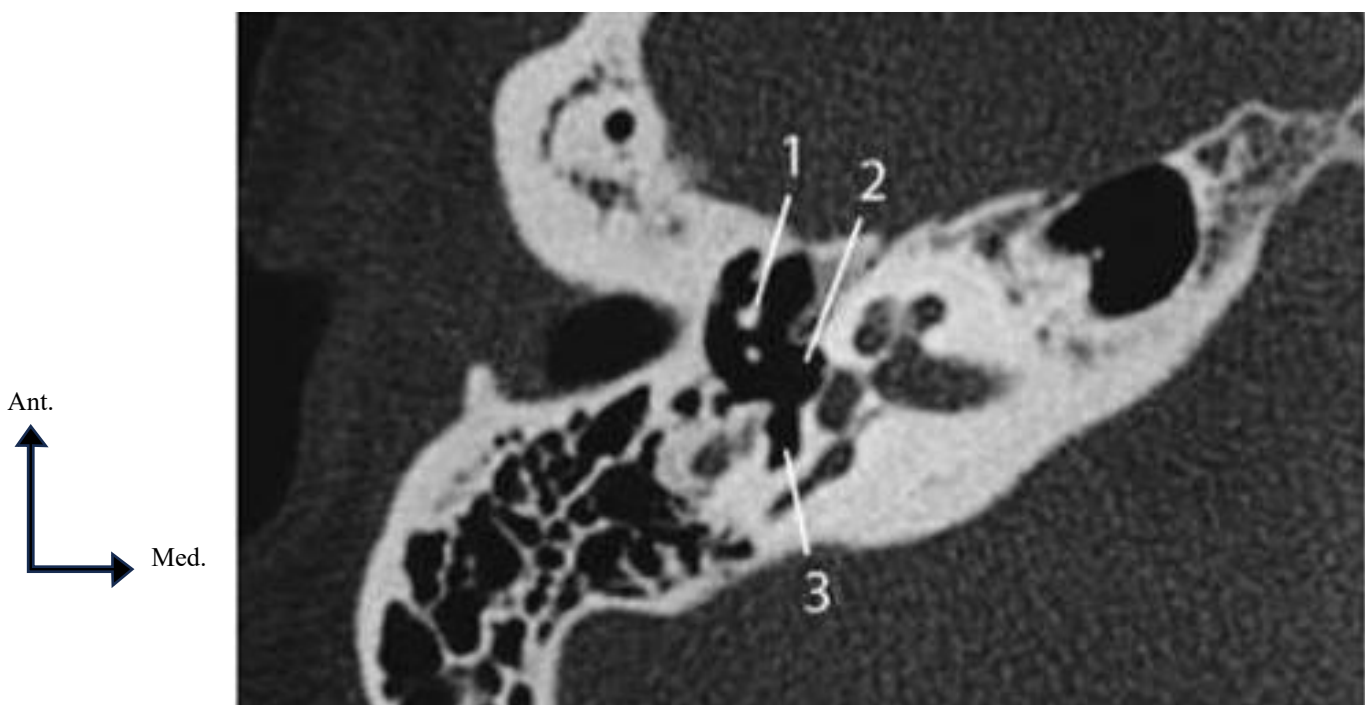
Coupe de l'oreille moyenne chez un patient ayant présenté des épisodes inflammatoires de l'oreille moyenne. TDM. Coupe axiale grand champ. (1) Col du marteau : (2) étrier : (3) sinus du tympan. [17]
